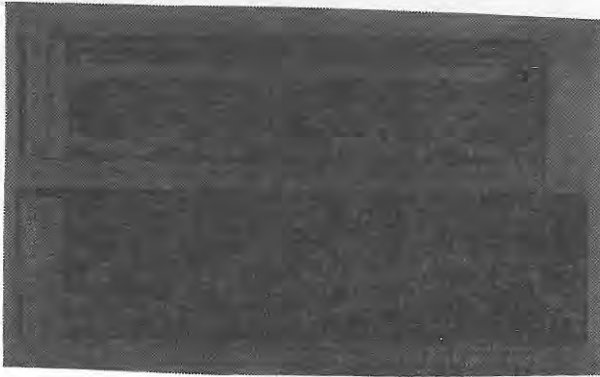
1953 de Edler ve Hertz ultrasoundla ilk hastayı araştırdıklarında osiloskop ekranının fotoğrafı. (Sol); Üst göğüs duvarından ekolar, (Sağ); Üst göğüs duvarından 8-10cm mesafedeki yapıdan alınan eko sinyali (Edler 1976).
